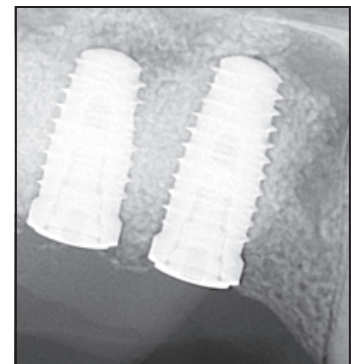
Die periapikale Röntgenaufnahme nach 6 Monaten bestätigt die ausgezeichnete Implantatposition.
